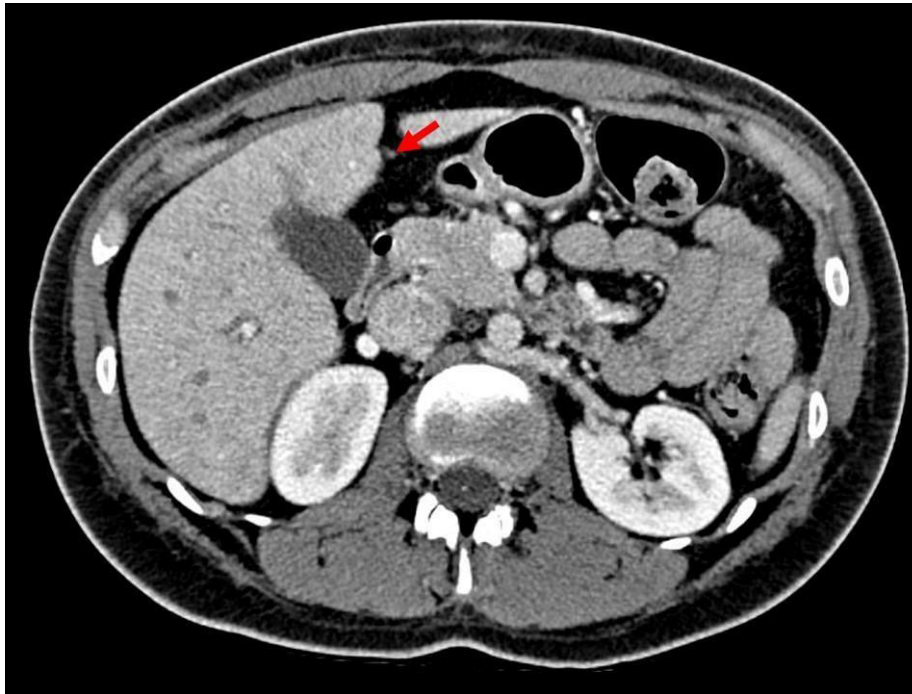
TC com contraste endovenoso, plano axial, demonstrando ligamento falciforme de aspecto preservado (seta), sem alterações na gordura adjacente.
